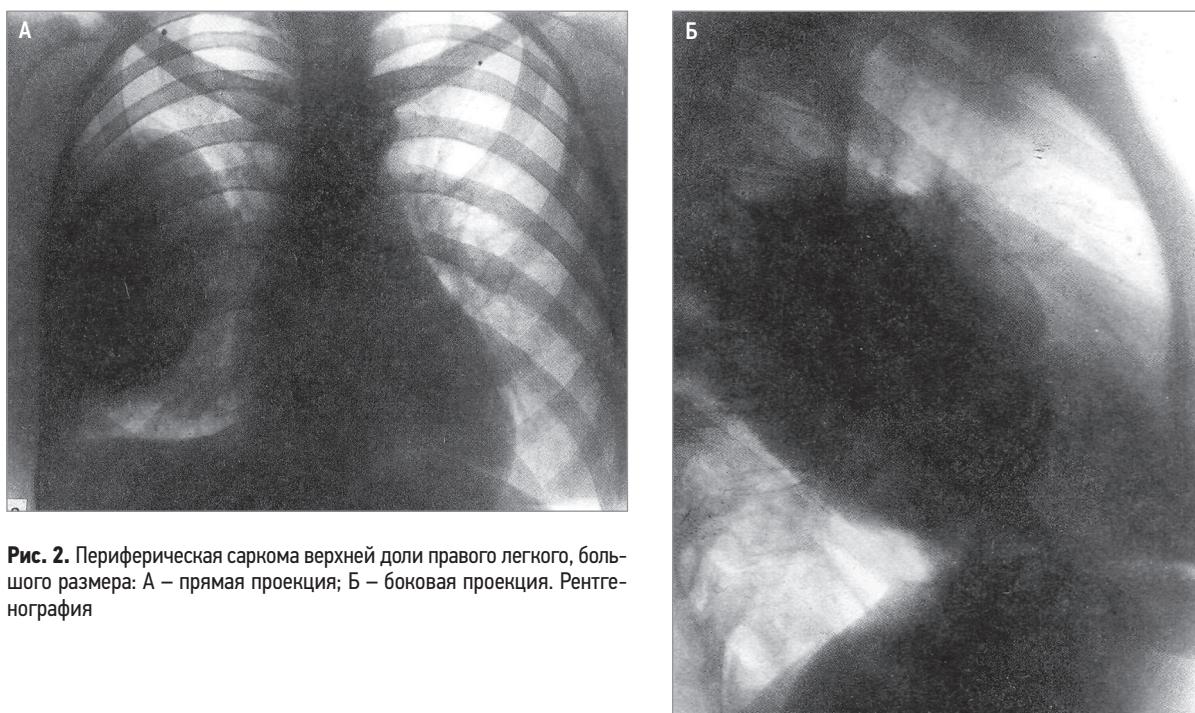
Периферическая саркома верхней доли правого легкого, большого размера: А – прямая проекция; Б – боковая проекция. Рентгенография
